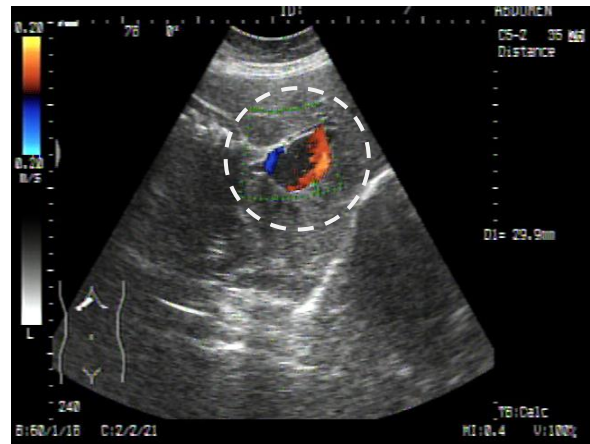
Eco-Doppler: tromboză portală dezvoltată pe ficat cirotic
